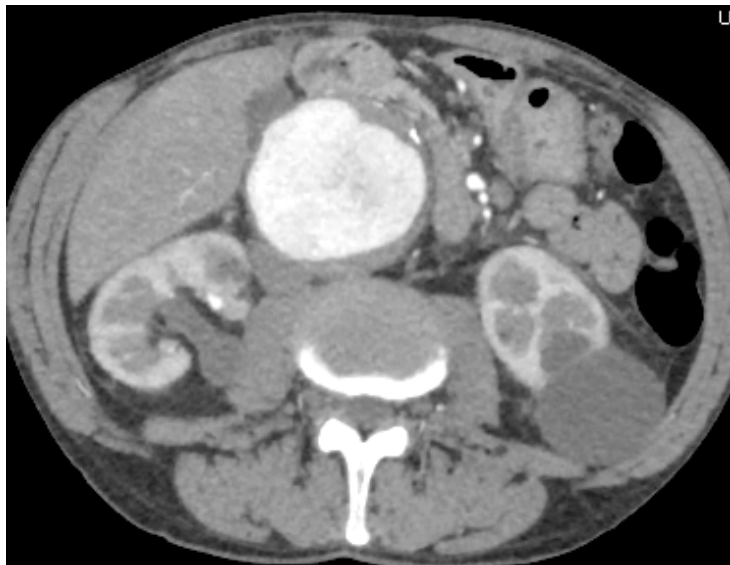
Angio-TC de un AAA de gran tamaño
